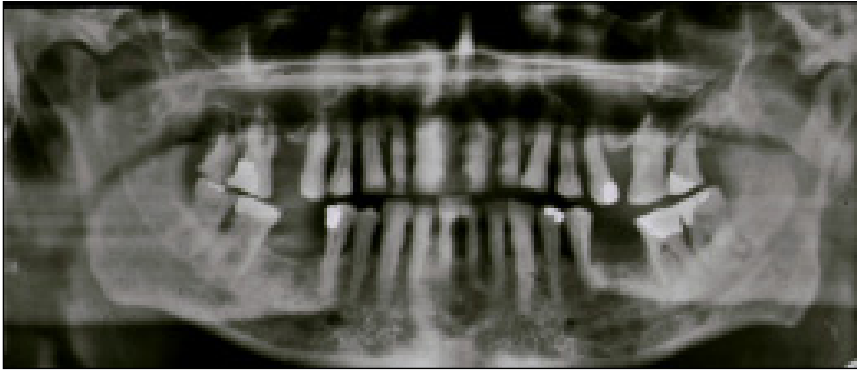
Orthopantomogramm (OPG) eines 54-jährigen Patienten zur Befunderhebung vor Herzklappenersatz. Massiver horizontaler Knochenabbau der Alveolarfortsätze als Zeichen einer fortgeschrittenen Parodontitis profunda generalisata in allen 4 Quadranten
